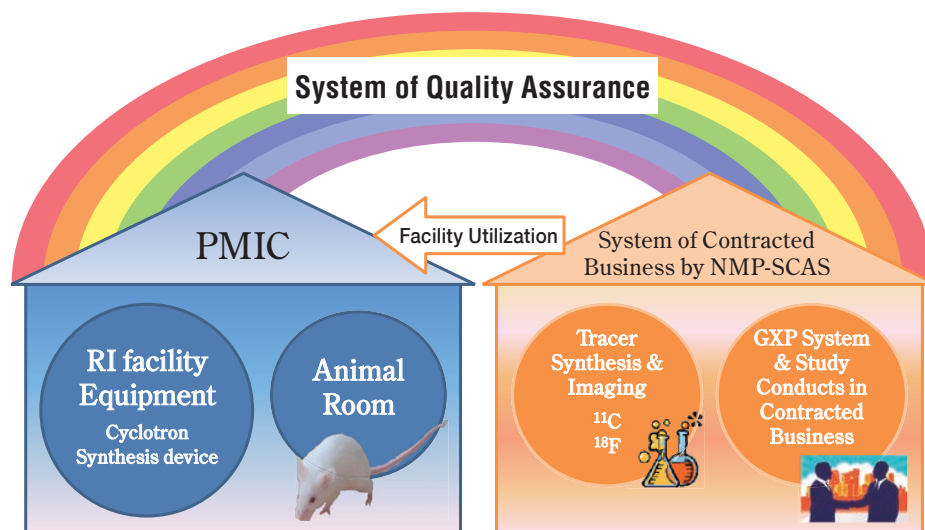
System of quality assurance for non-clinical PET molecular imaging test
